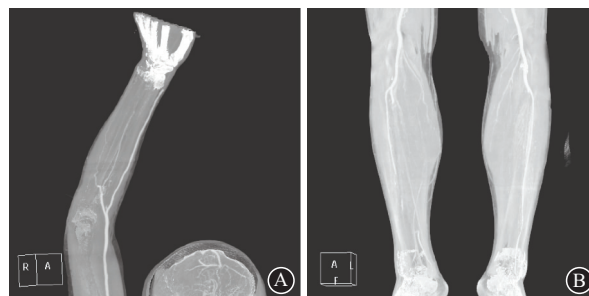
特发性嗜酸粒细胞增多综合征1例动脉CT血管造影:
